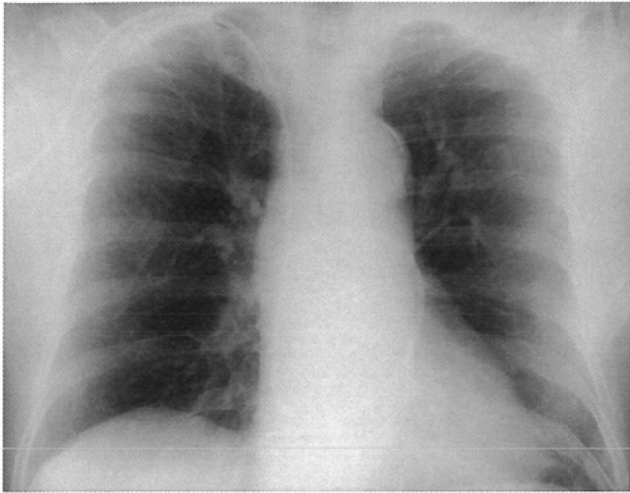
Chest radiograph on March 3.
